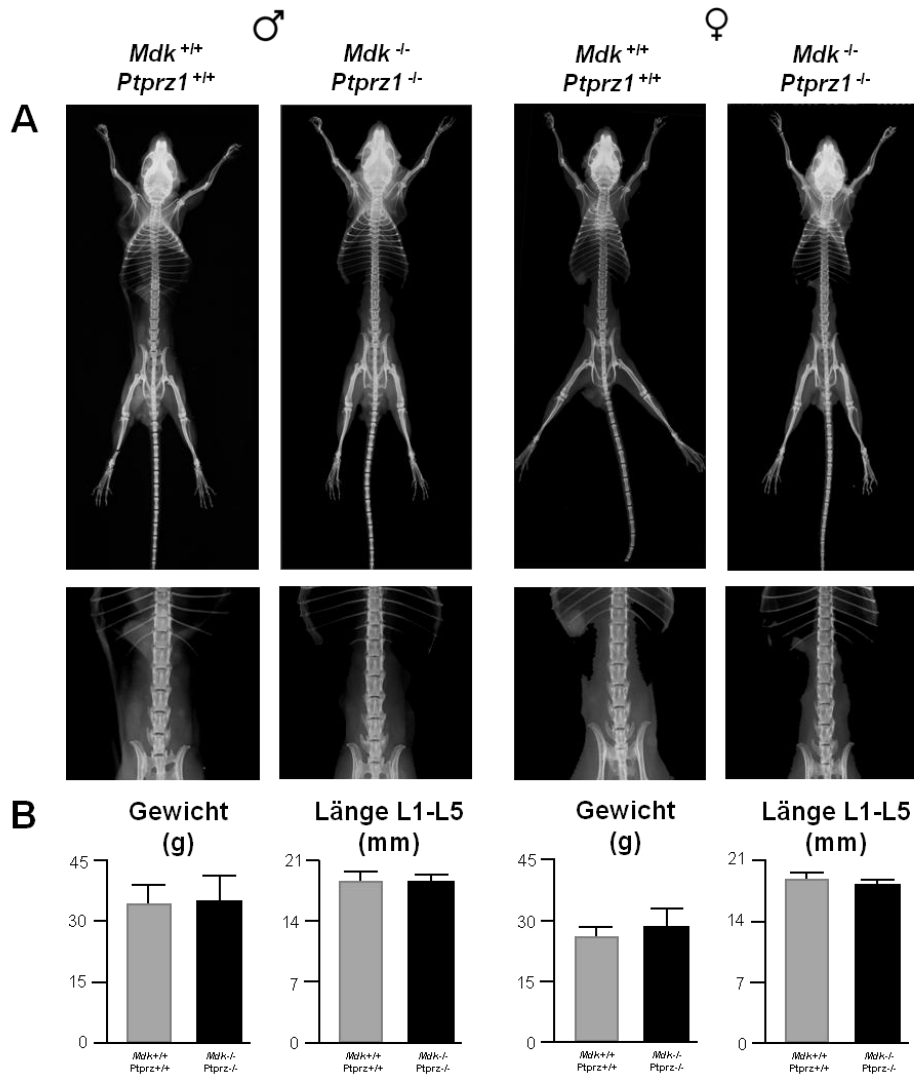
Charakterisierung 26 Wochen alter *Mdk/Ptprz1*-defizienter Mäuse. (A) Darstellung von Kontaktradiographien und Vergrößerung der Lendenwirbelkörperregion *Mdk/Ptprz1*-defizienter Mäuse (*Mdk*^{-/-}/*Ptprz1*^{-/-}), verglichen mit Wildtypen (*Mdk*^{+/+}/*Ptprz1*^{+/+}). (B) Bei der Bestimmung des Körpergewichtes und der Länge der Lendenwirbelkörper zeigten sich keine signifikanten Unterschiede.
